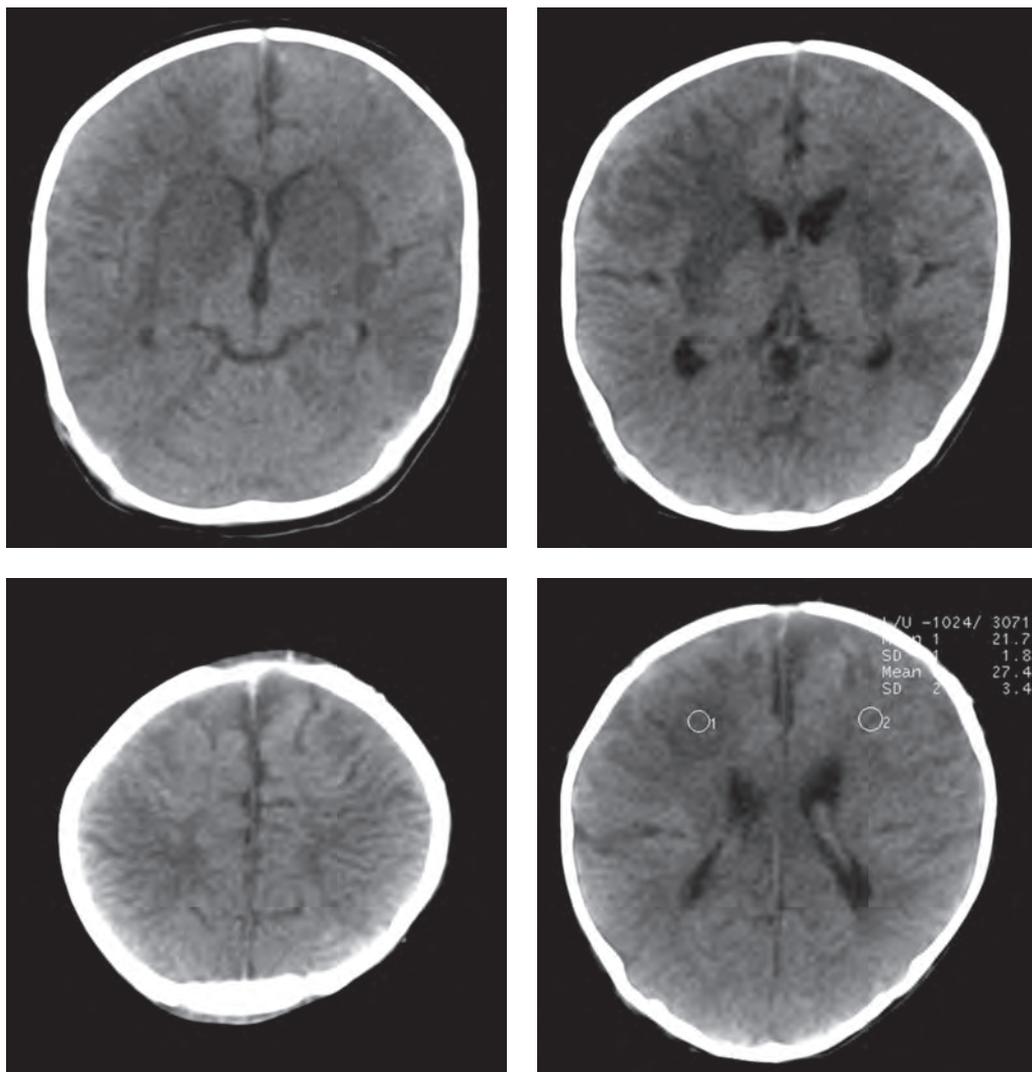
КТ, нативные срезы. Энцефалит: в лобных, височных и теменных долях и в области подкорковых ядер зоны пониженной плотности (до 21 HU).
